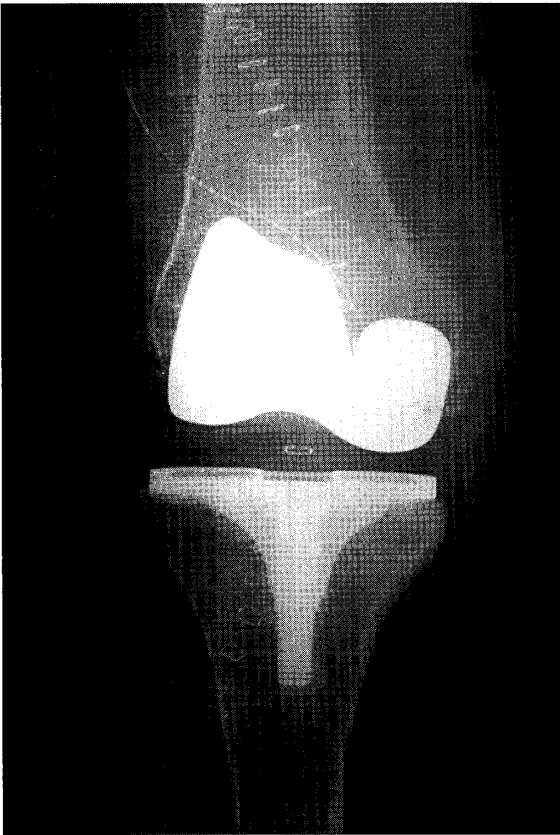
b 右膝関節術後X線像（TKA およびプレート抜去後）
